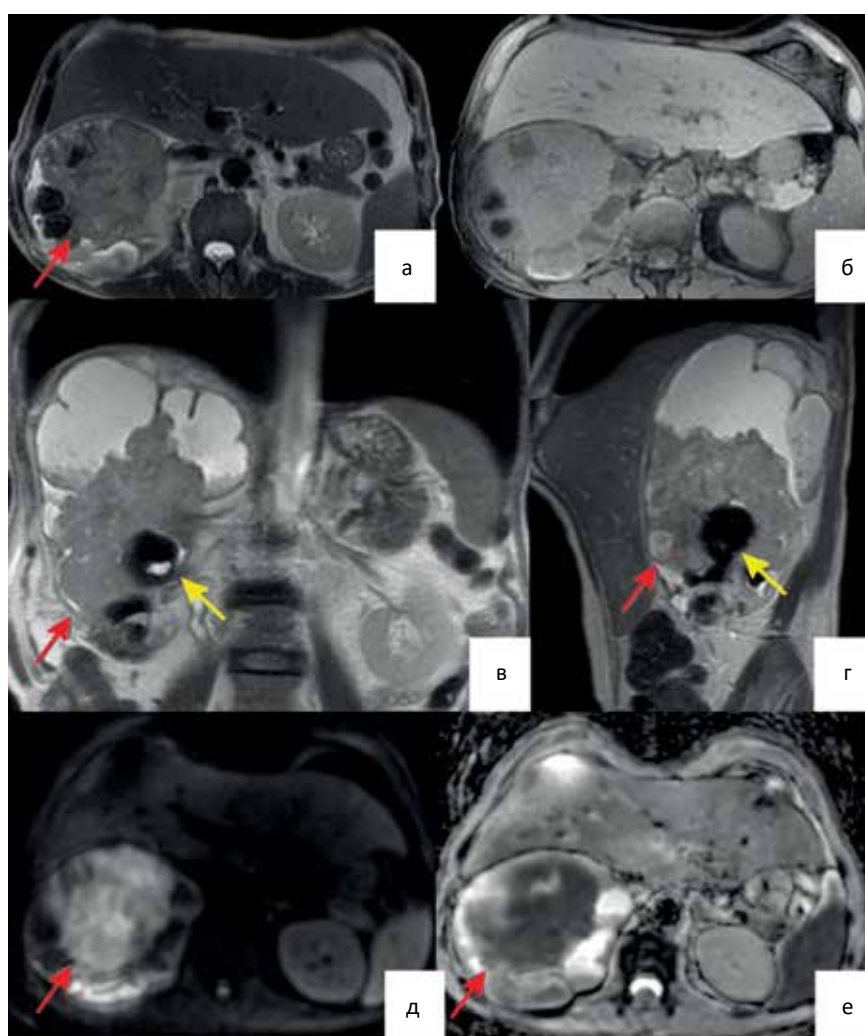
МРТ брюшной полости б-ого А. с опухолью правой почечной лоханки на фоне нефролитиаза. Аксиальные: а — Т₂-взвешенные изображения (ВИ); б — Т₁FS-ВИ; в — Т₂-ВИ, фронтальная проекция; г — Т₂-ВИ, сагиттальная проекция; д — ДВИ (b-фактор = 800 с/мм²); е — ИКД-карта. Красными стрелками указана опухоль; желтыми стрелками указаны конкременты
